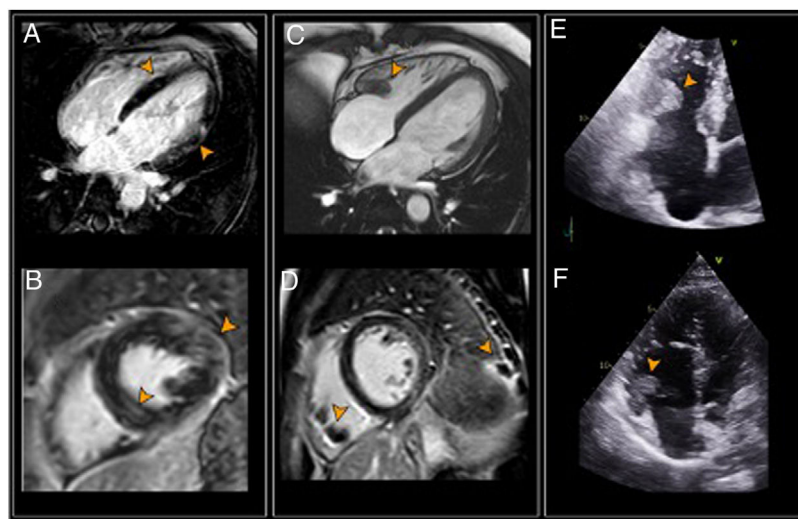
Izquierda: primera RMC. A y B) RTG septo y cara lateral del VI (puntas de flecha). Centro: RMC de control. C) Secuencia de cine que muestra trombo en el VD (punta de flecha). D) RTG epicárdico en cara lateral del VI, trombos en VD e infarto pulmonar (puntas de flecha). Derecha: ecocardiograma. Trombos en interior de VD en el primer (E) y segundo estudios (F). RMC: resonancia magnética cardíaca; RTG: realce tardío de gadolinio; VD: ventrículo derecho; VI: ventrículo izquierdo.
